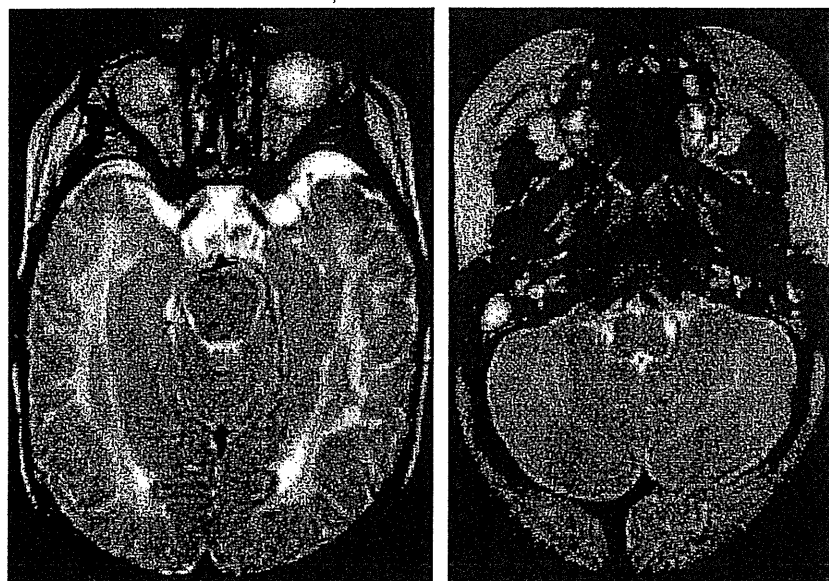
Patient 1. MRI of the brain at 5 months (level of brainstem).
